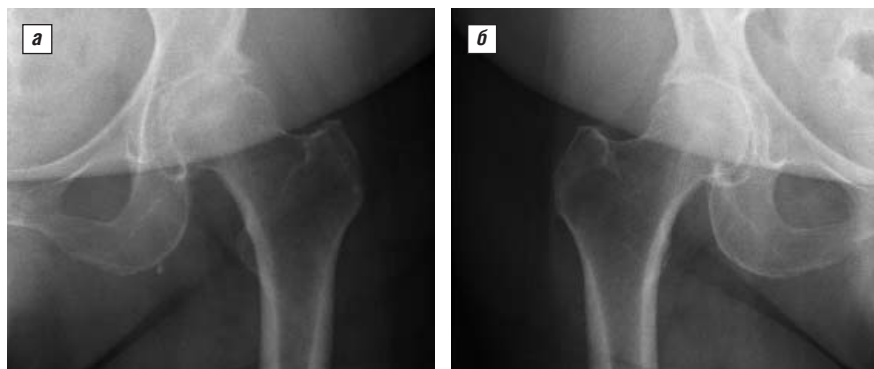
Рентгенограммы левого (а) и правого (б) ТБС больной П.
